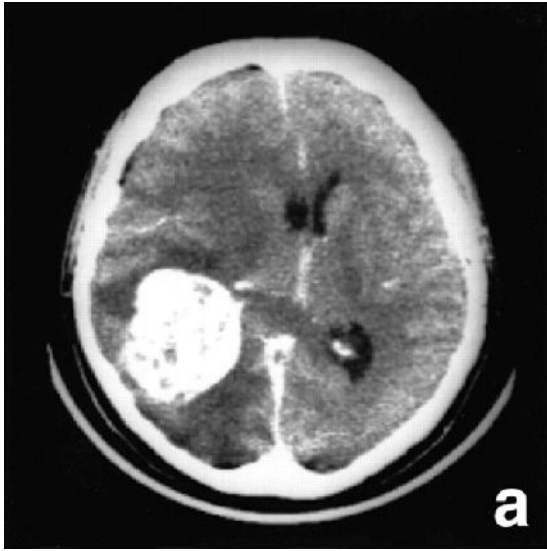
CT Scan* Tumor Otak (sumber: RSUD Arifin Achmad, 2004)
